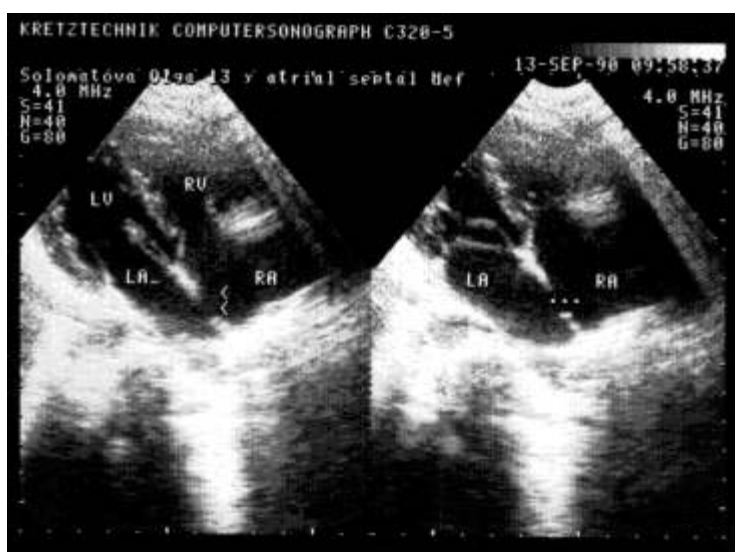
Двухмерная эхокардиограмма вторичного дефекта межжелудочковой перегородки.
